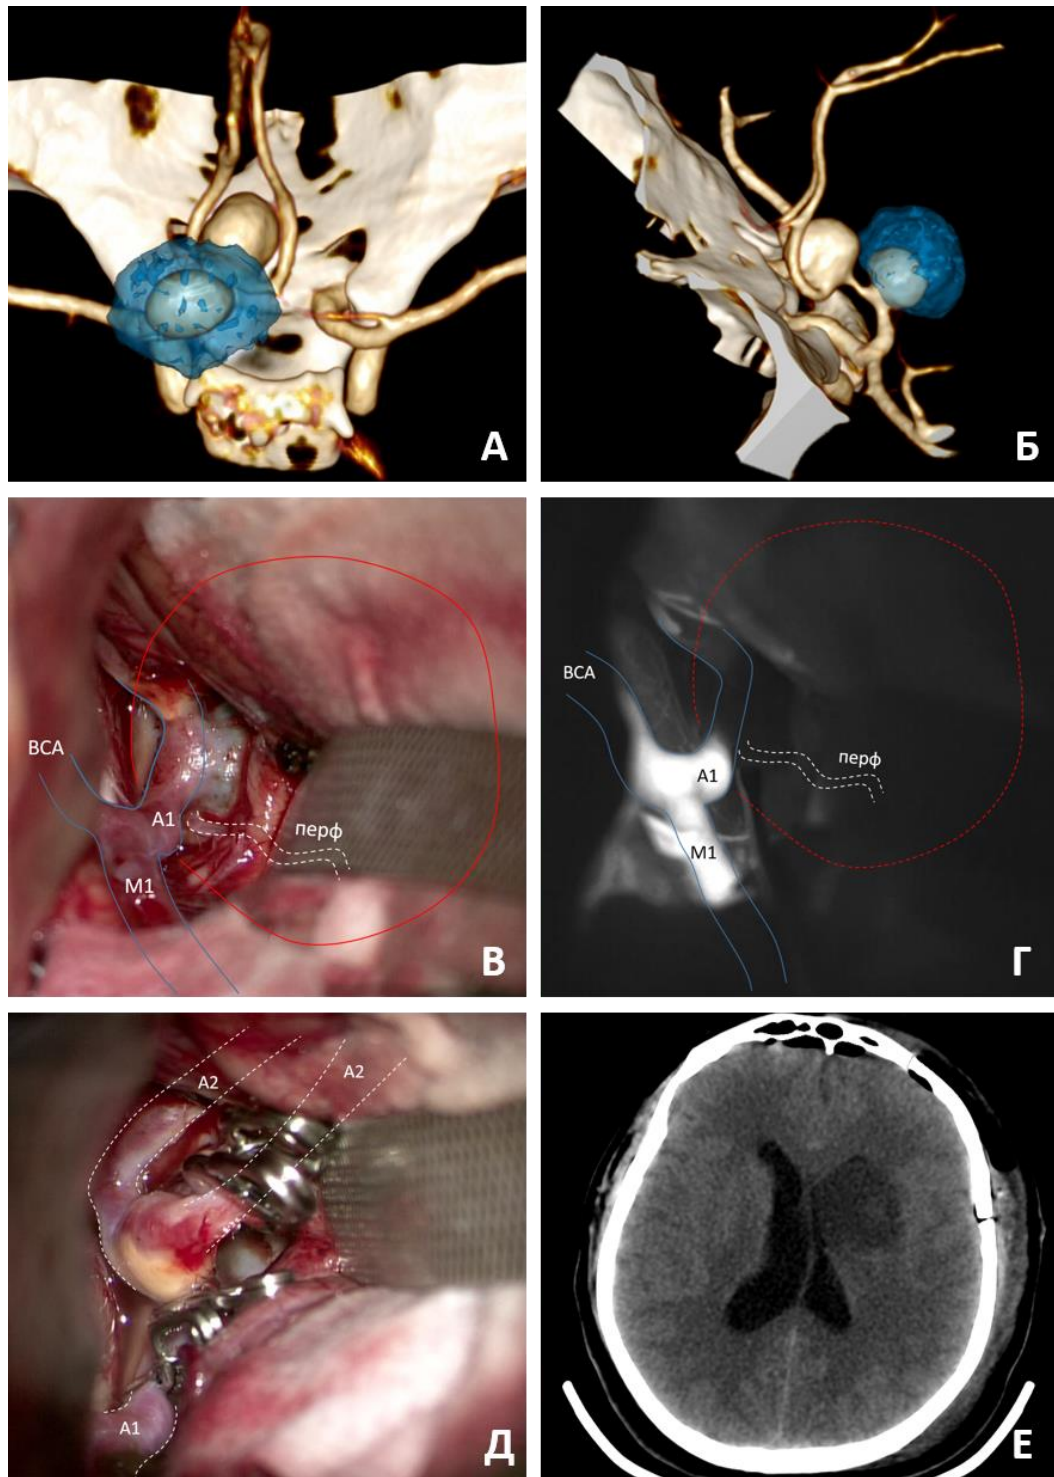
Пациент С. с множественными КГА ПМА. А, Б - крупная коммуникантная и гигантская прекоммуникантная (тромбированная часть выделена синим цветом) аневризмы; В, Г – интраоперационная микроскопическая картина (В) и ФВА (Г), выделены А1 сегмент левой ПМА, М1 сегмент левой СМА, ВСА и перфорирующая ветвь (перф) от А1; Д – фото после клипирования аневризмы ПСА и треппинга аневризмы А1 сегмента; Е – контрольная КТ
